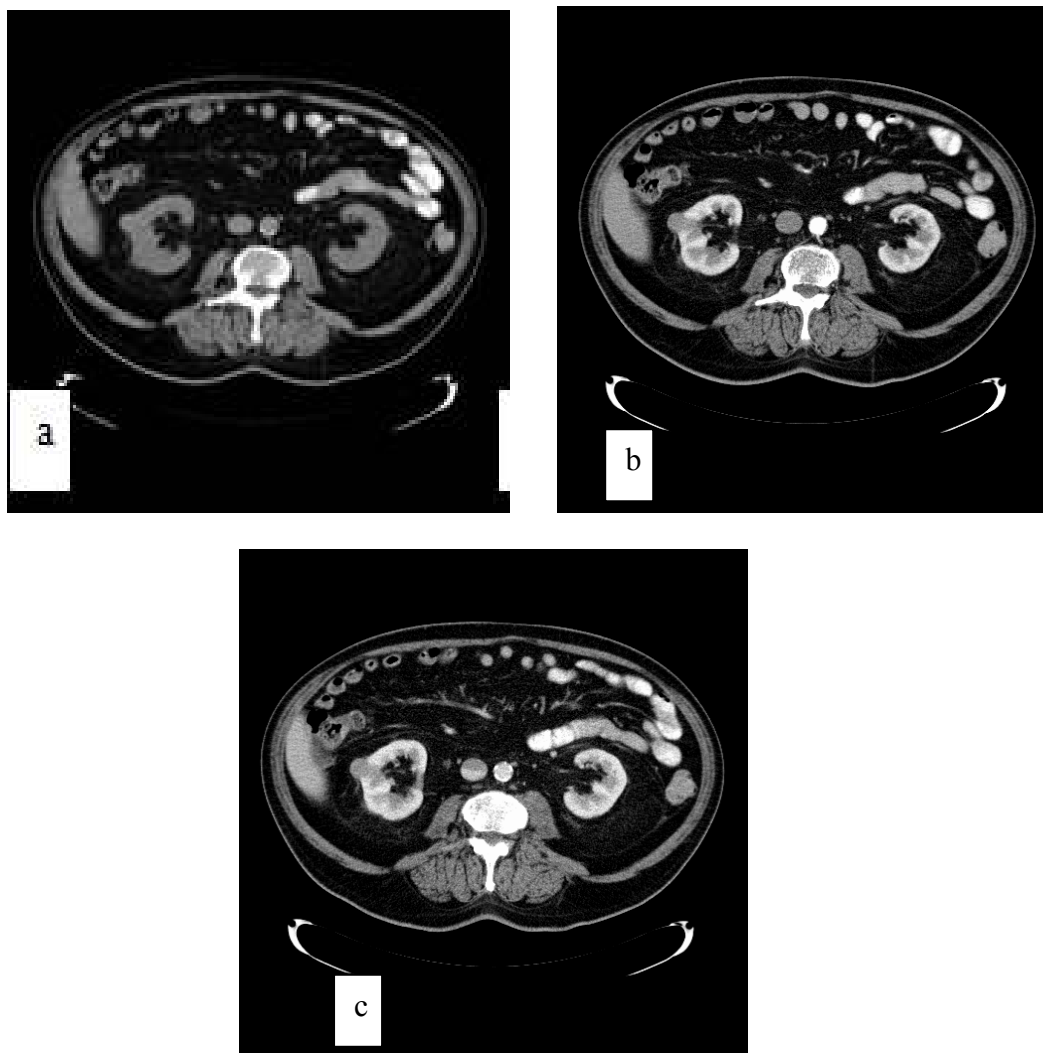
Solidni kortikalni tumor bubrega donjeg pola desnog bubrega koji zahvaća lateralnu usnu hilusa. CT presjeci učinjeni prije i nakon intravenske primjene jodnog kontrastnog sredstva: (a) poprečni presjek prije primjene jodnog kontrastnog sredstva, (b) poprečni presjek u arterijskoj fazi, (c) poprečni presjek u nefrografskoj fazi. Tumor je neoštro ograničen prema nezahvaćenom parenhimu, potiskuje srednju skupinu čašica, ali oštro je ograničen prema okolnom masnom tkivu, nema radioloških znakova prodora kroz vezivnu čahuru. Patohistološkom obradom nije utvrđena infiltracija pijelokalicealnog sustava niti prodor u perinefričko masno tkivo. Tumor je u svim fazama snimanja heterogene strukture, u arterijskoj fazi se nalazi obilna opacifikacija rubnih dijelova tumora koji na presjecima u nefrografskoj fazi imaju niže koeficijente apsorpcije u odnosu na nezahvaćeni parenhim što upućuje na postojanje patoloških komunikacija između arterijskog i venskog sustava u tumoru. Patohistološka dijagnoza: svjetlostanični karcinom bubrežnih stanica.
